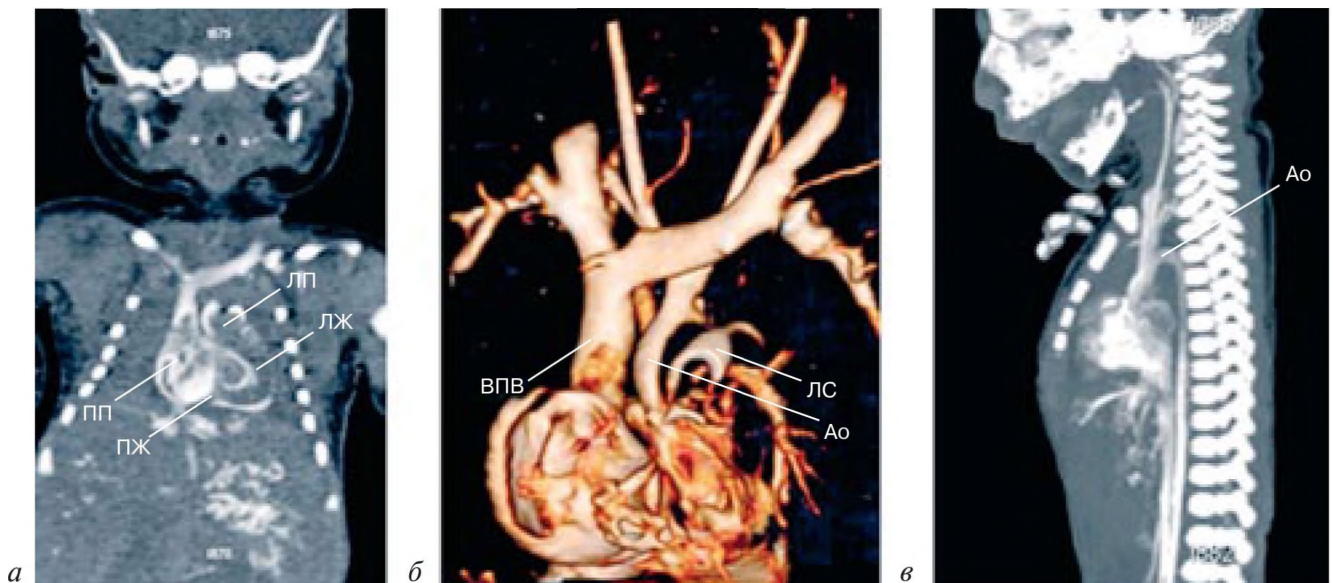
Посмертная КТ с ангиографией у плода 37 нед гестации с нормальной анатомией сердца [11]:
